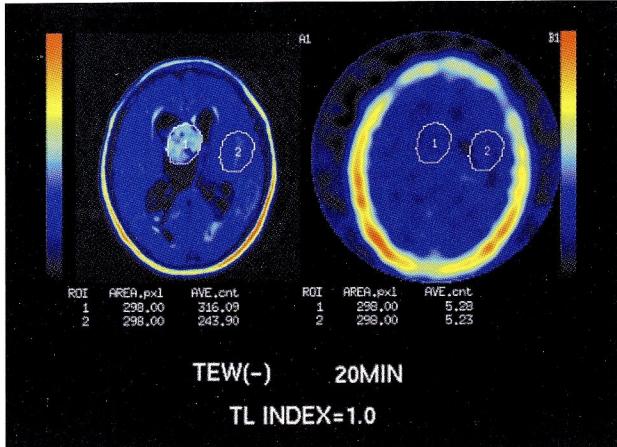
$^{201}\text{TlCl}$  SPECT
